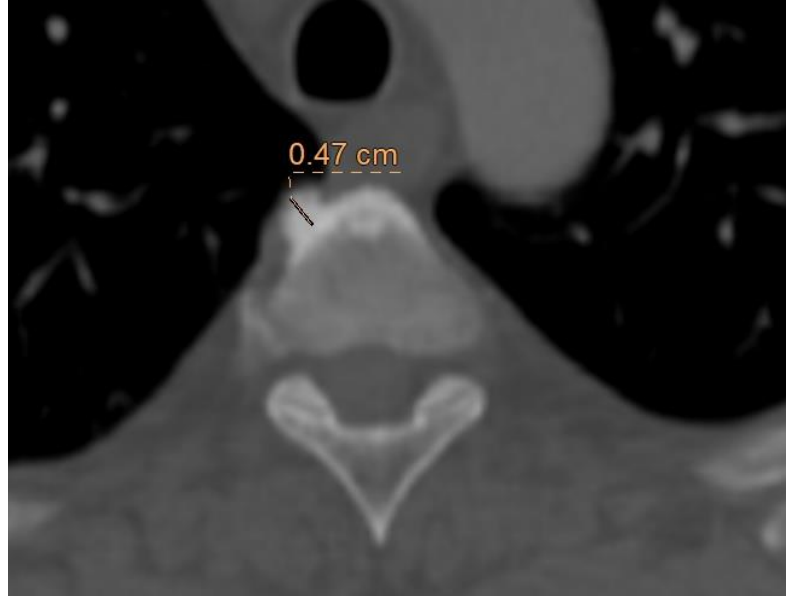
Osteofit Lineer Evre 0 olarak değerlendirilmiş BT görüntüsü
